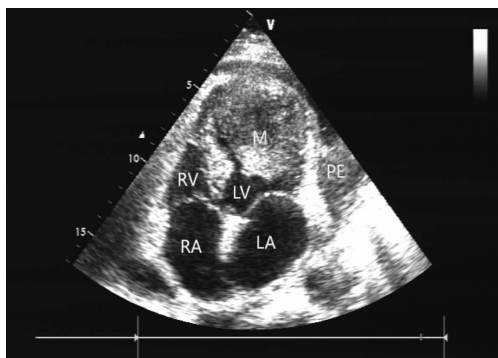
肺癌左室转移超声图像(PE:心包积液;M:肿块;LV:左室;LA:左房;RV:右室;RA:右房)
